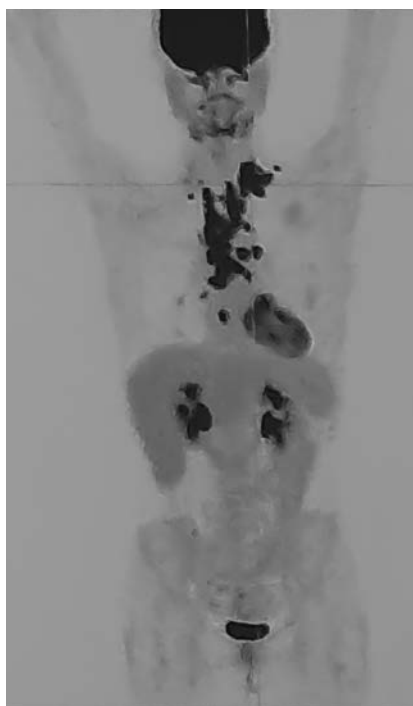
PET/TC con evidenza di recidiva linfonodale (basale immunoterapia).
